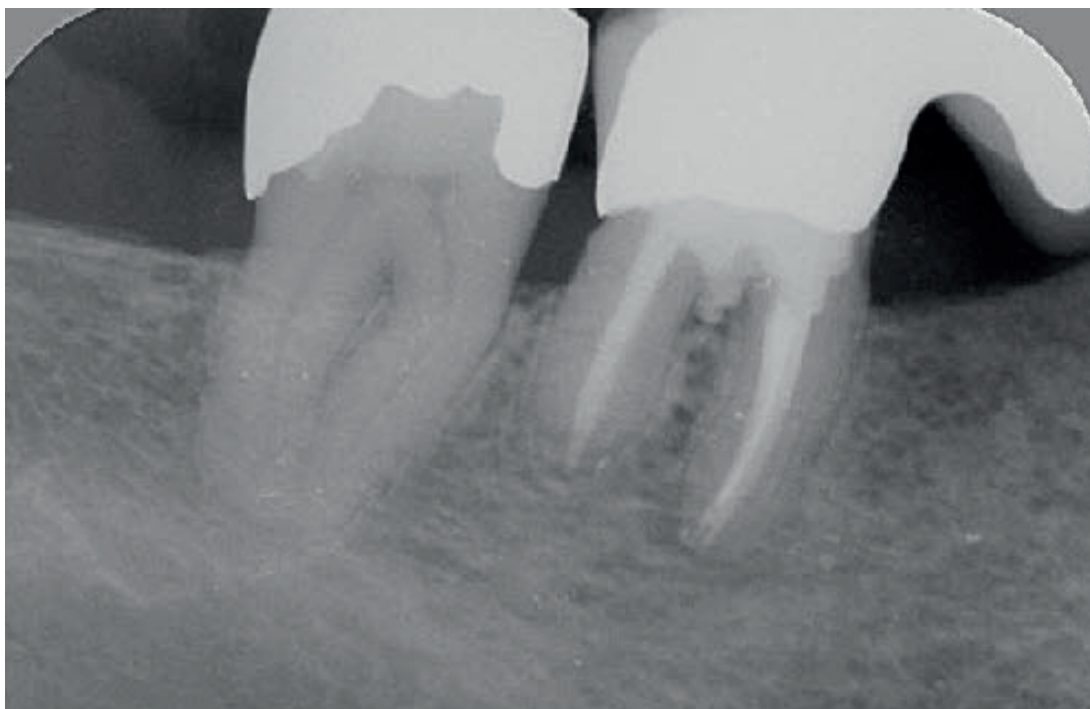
Das 3-Jahres-Recall-Röntgenbild (23.03.2009) zeigt die vollständige knöcherne Regeneration periapikal und im Bereich der ehemaligen Läsion.
